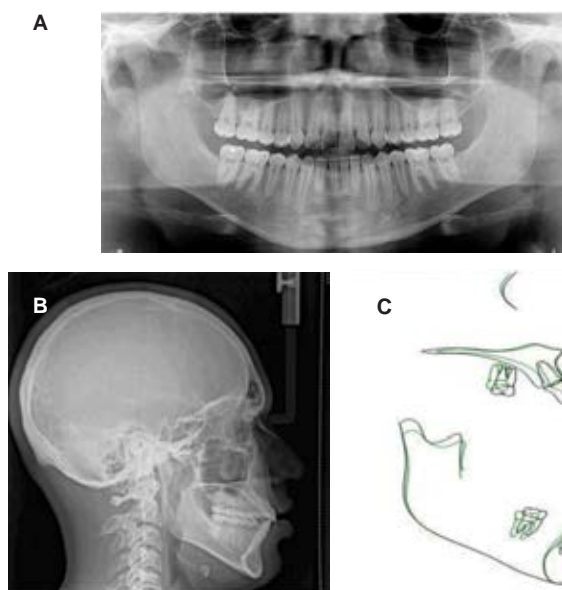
A) Ortopantomografía final. B) Radiografía lateral de cráneo final. C) Superposición.
